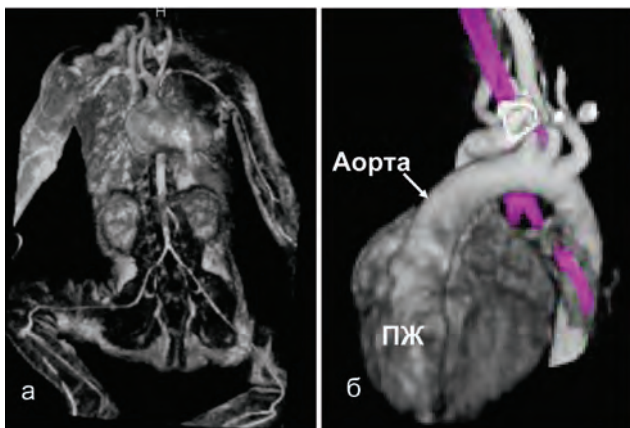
ТБА, МР-ангиография аорты, МIP-реконструкция (а); КТ-ангиография, реконструкция объемного представления — VRT (б)
